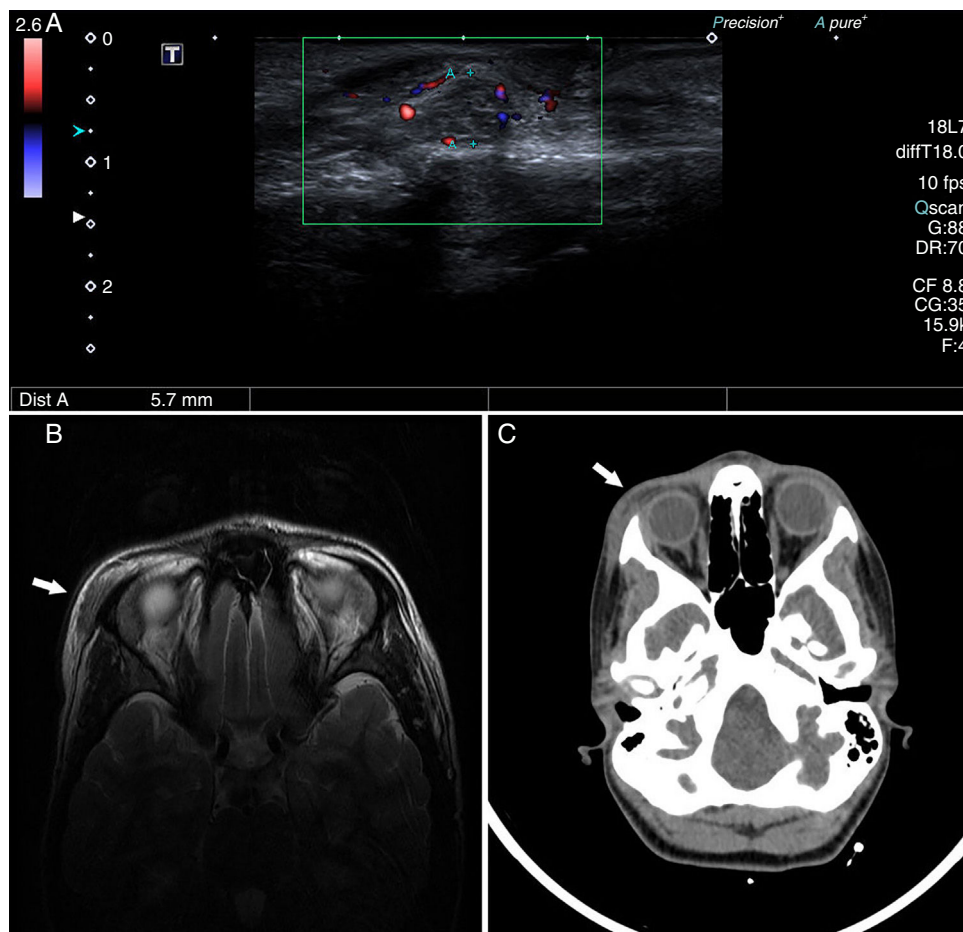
Estudio mediante pruebas de imagen. A) Ecografía en la que se observa engrosamiento del músculo orbicular derecho a nivel supraciliar externo, con cambios inflamatorios en la grasa subyacente, observando 2 tumoraciones que presentan una morfología en reloj de arena de márgenes mal definidos e hipervasculares en el estudio Doppler. B) RMN que muestra tumefacción de la musculatura subcutánea orbicular, ligeramente hiperintensa con respecto a la musculatura normal y con ganancia moderada de contraste paramagnético tras la inyección endovenosa del mismo. C) TAC en la que se aprecia dicha tumefacción sin condicionar afectación ósea ni infiltración de las estructuras intraorbitarias. Dichos estudios sugieren origen inflamatorio sin poder descartar carácter tumoral.
